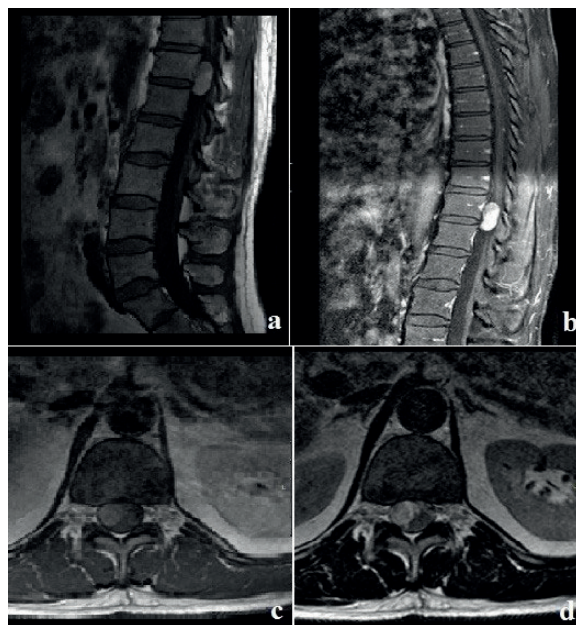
Magnetic resonance imaging of case. An intradural-extramedullary cystic lesion was noted at the spinal canal of the T11 to T12 level. (a: T1 sagittal precontrast, b: T1 sagittal postcontrast, c: T1 axial precontrast, d: T2 axial)
